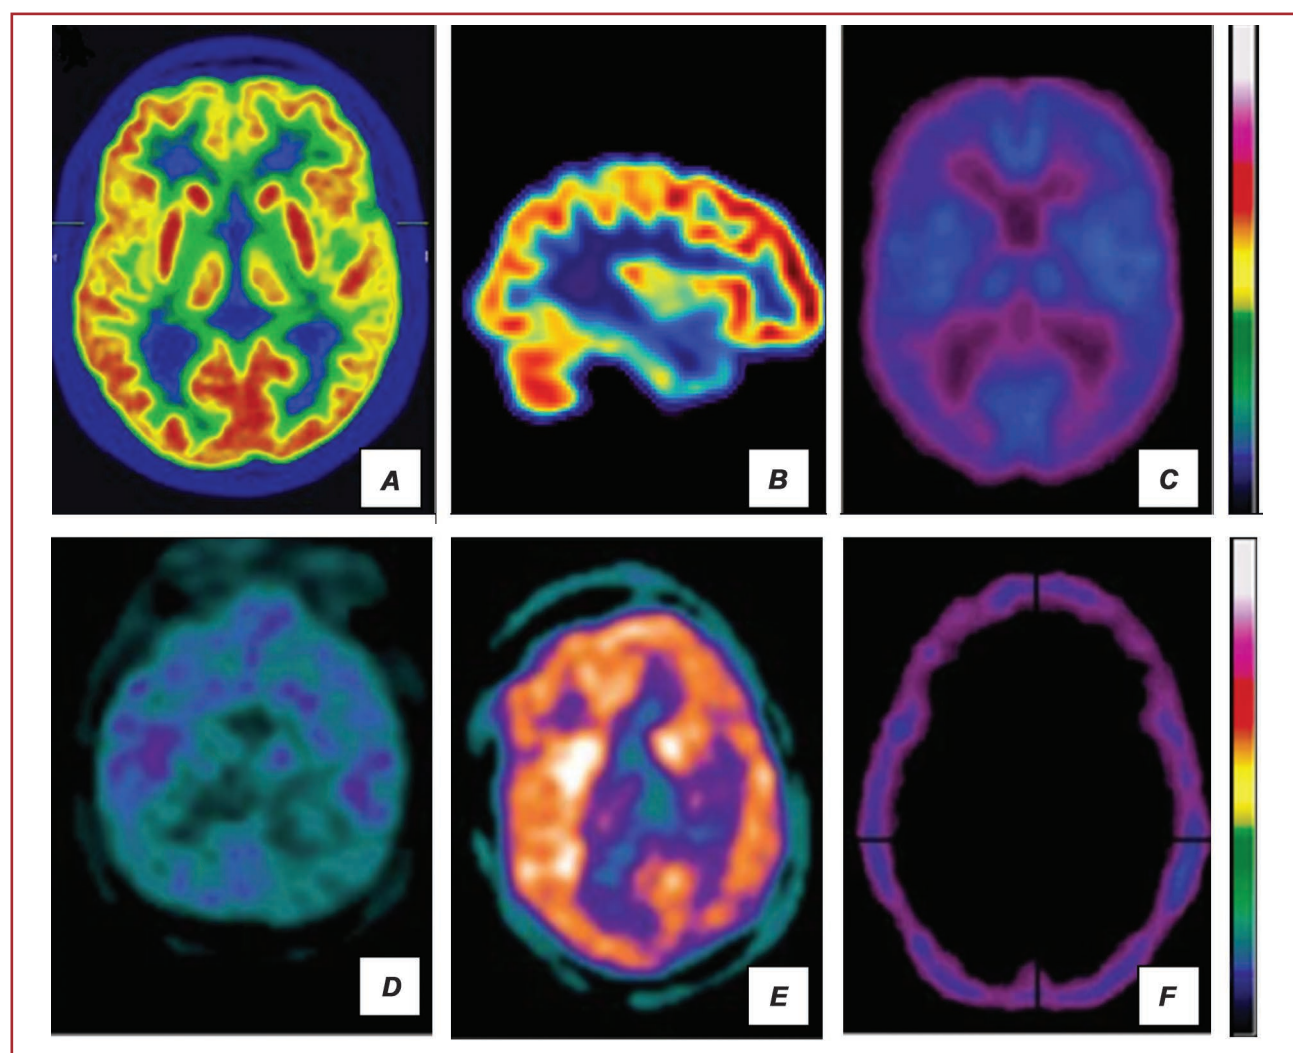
Visualization of brain metabolic changes in various functional states by the method of $[^{18}\text{F}]$ -FDG-PET/CT using a colour scale: A — a healthy person (frontal control); B — a healthy person (sagittal control); C — vegetative state; D — persistent vegetative state; E — minimally conscious state; F — brain death [33, 34]
